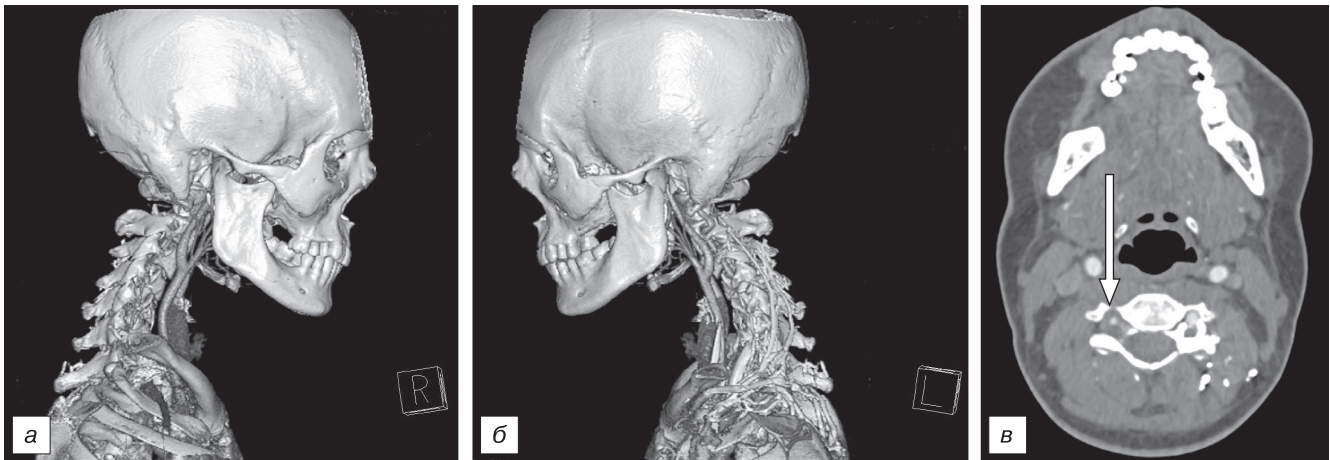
СКТ-ангиография с 3D-реконструкцией сосудов шеи. Видна гипоплазия правой ПА (а) (белая стрелка), левая ПА нормального диаметра (б). в — при СКТ на основании мозга имеется асимметрия диаметров позвоночных артерий.
